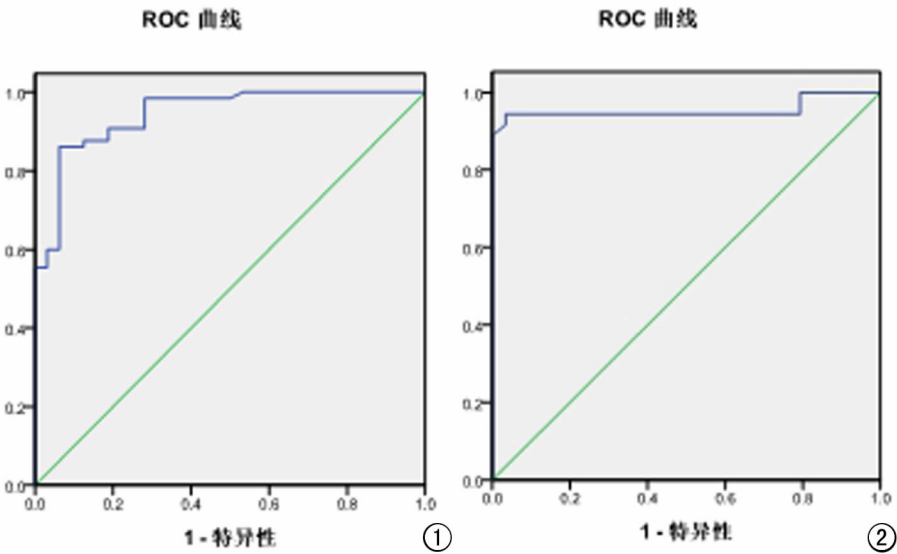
平均 CT 值鉴别浸润前病变与浸润性病变(MIA+IAC)的 ROC 曲线。图 2 平均 CT 值鉴别微浸润性腺癌(MIA)与浸润性腺癌(IAC)的 ROC 曲线。
